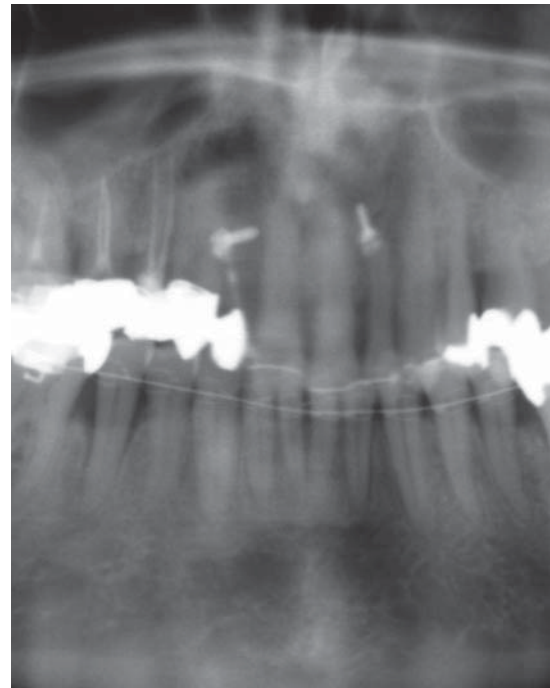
Detail from panoramic radiograph: insertion of two miniscrews regio 12 (missing tooth 12) and interdentially between 21 and 22. The selection of the screw positions occurred according to surgical (bone support, attached gingiva) and orthodontic criteria (action line of force/center of resistance of the anterior tooth segment to be intruded: 11 to 22). The teeth were intruded with NiTi coil springs or elastic chains, fixed between the miniscrews and the segmented arch (direct implant anchorage).
